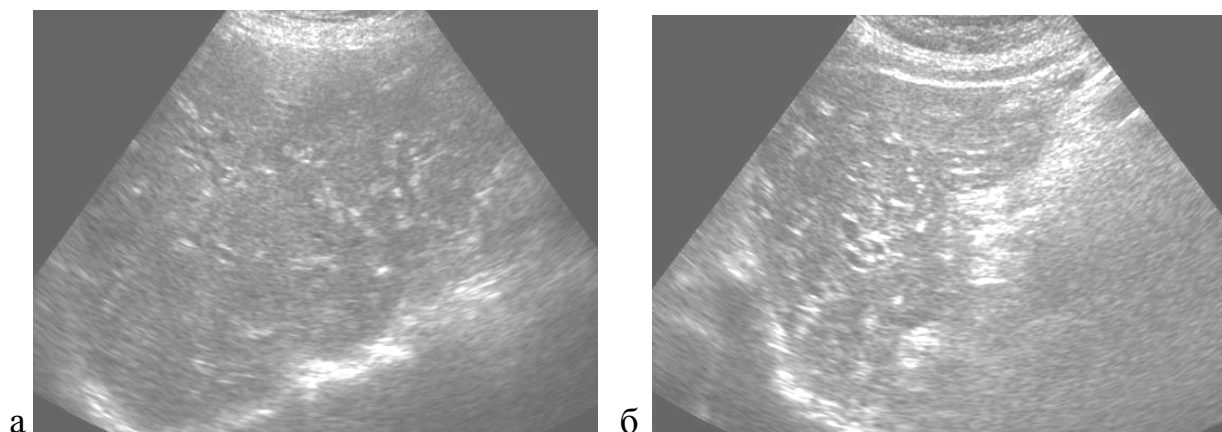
УЗИ: описторхозное поражение печени. Холангиоэктазы в сочетании с перидуктальным фиброзом: а – в правой доле печени; б - в левой доле печени
